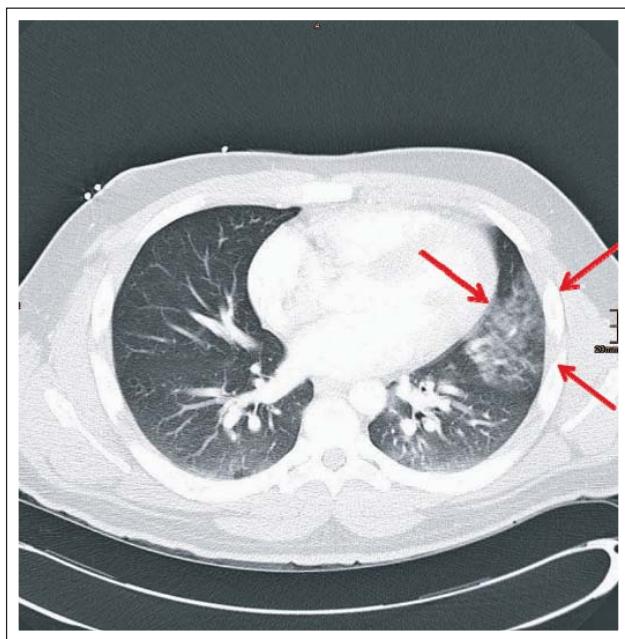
CT-Thorax. Es zeigt sich im rechten anterioren Unterlappensegment ein Infiltrat.
